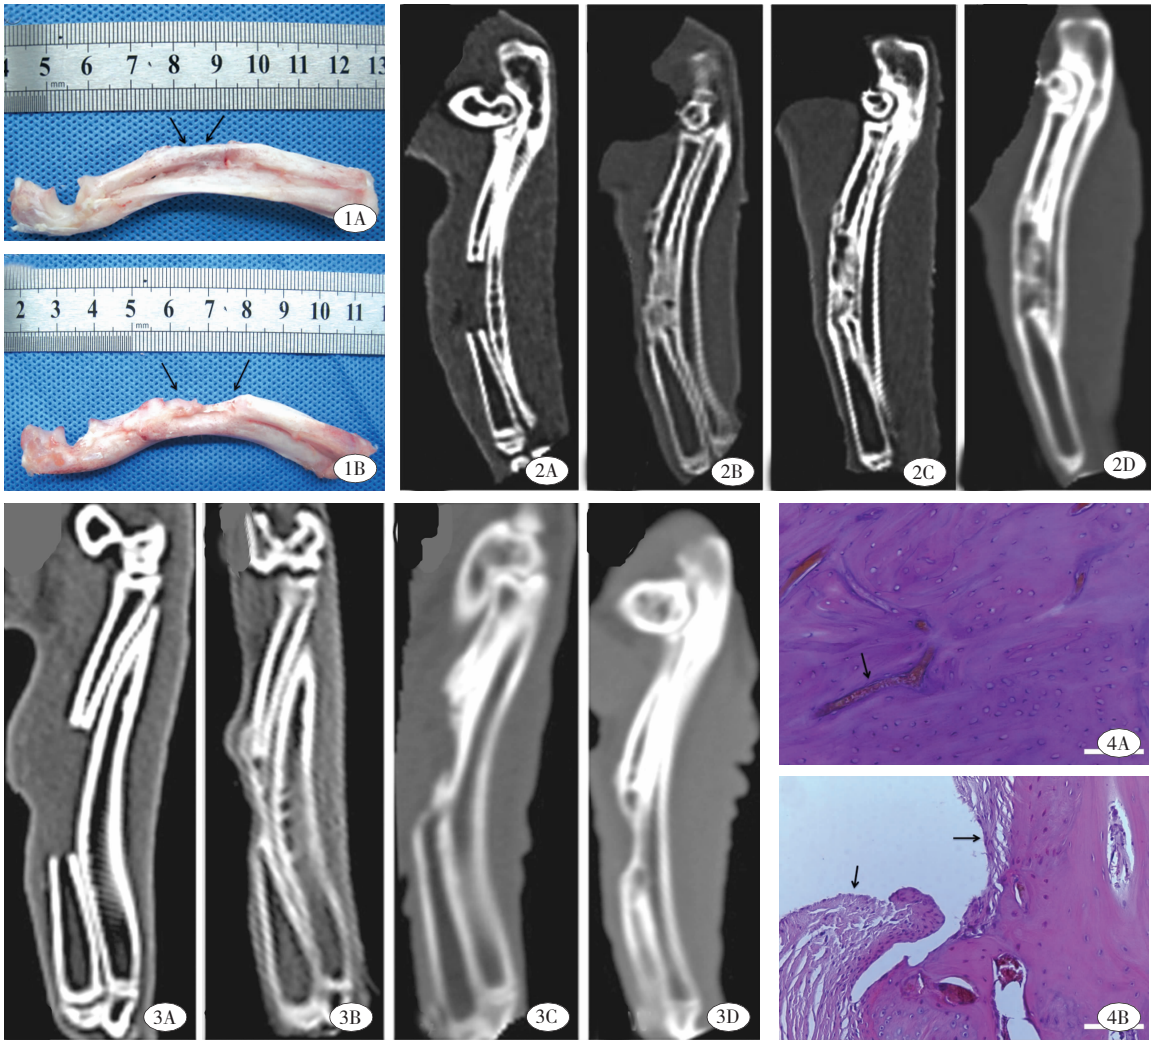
术后 12 周大体观察图。A:A 组(15 mm 缺损)标本断端有桥接骨痂生成,新生骨形态与正常桡骨基本一致(箭头标记);B:B 组(20 mm 缺损)标本断端及邻近尺骨侧仅有少量新生骨生成,髓腔闭合(右侧箭头标记),中央缺损区为纤维软组织(左侧箭头标记); 图 2 A 组术后各时间点 CT 观察结果。A:术后第 1 天断端平行整齐,切口周围软组织肿胀;B:术后第 4 周断端及邻近尺骨侧可见大量低密度新生骨痂生成;C:术后第 8 周断端低密度骨痂影较前减少,并有连续性皮质骨生成,但形态尚不规则;D:术后第 12 周皮质骨厚度增加,塑性完全,与正常桡骨形态基本一致,髓腔部分再通; 图 3 B 组术后各时间点 CT 观察结果。A:术后第 1 天断端整齐,切口周围软组织肿胀;B:术后第 4 周断端及邻近尺骨侧有少量不规则新生骨痂生成,且密度不均匀,呈云絮状;C:术后第 8 周断端新生骨痂密度较前增高,部分断端髓腔开始闭合;D:术后第 12 周断端新生骨硬化,髓腔闭塞,缺损中央为软组织影,未修复; 图 4 术后第 12 周断端组织学染色结果,HE 染色图片($\times 20$)。A:A 组(15 mm)可见缺损部位为较成熟的骨组织,骨板排列较为规则,箭头标记处为新生血管;B:B 组(20mm)可见由断端向缺损中心生长的骨组织,靠近边缘处骨板排列杂乱,骨细胞较少,箭头标记处可见中央缺损区为纤维结缔组织
